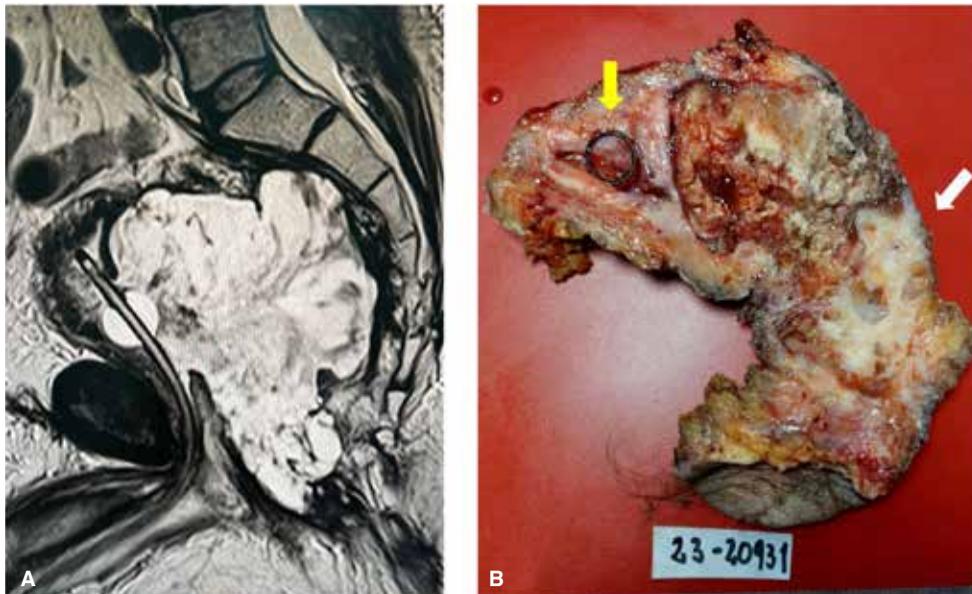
Recaída local de cáncer de recto con predominio de componente mucinoso. A: corte sagital de resonancia magnética que muestra el tumor en contacto con la fascia presacra hacia atrás y la invasión de la vejiga hacia delante donde se observa la sonda vesical. B: corte sagital de la pieza quirúrgica donde se observa hacia atrás (flecha blanca) la cercanía del margen de resección (2 mm) y hacia delante la infiltración de la vejiga donde se aprecia el extremo distal del catéter doble jota insertado antes del tratamiento neoadyuvante (flecha amarilla).
